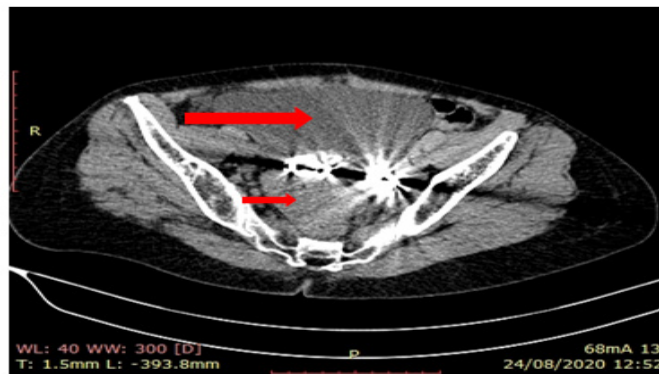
Coupe axiale d'une TDM abdomino-pelvienne situant la position de la pince dans la loge utérine en avant du rectum (petite flèche) et en arrière de la vessie (longue flèche)
